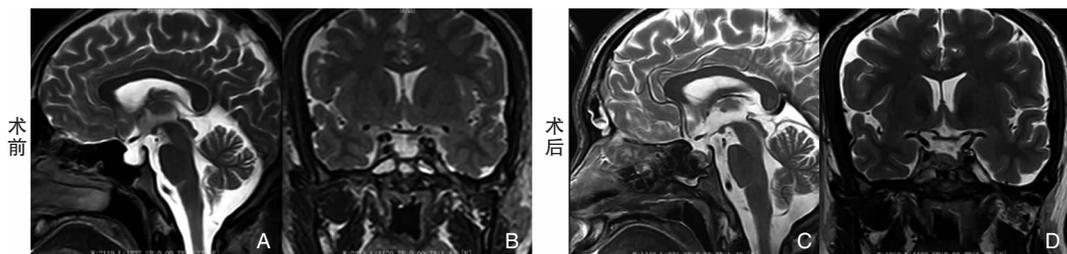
病例1 MRI显示蝶鞍扩大及手术前后变化 A、C:矢状位; B、D:冠状位
